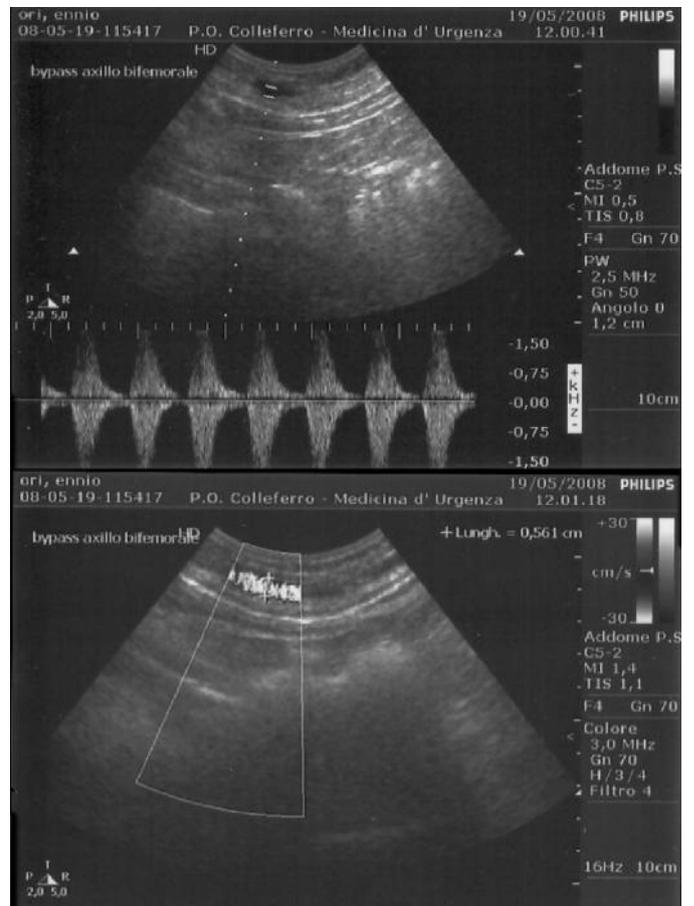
Controllo ecodoppler di bypass axillo femorale in settantenne, già sottoposto a protesizzazione aorto-bisiliaca per aneurisma iliaco post-tifico, esclusa funzionalmente per sopraggiunta ascessualizzazione dello psoas e contaminazione irrecuperabile dell'impianto (esemplificazione di "addome ostile").
